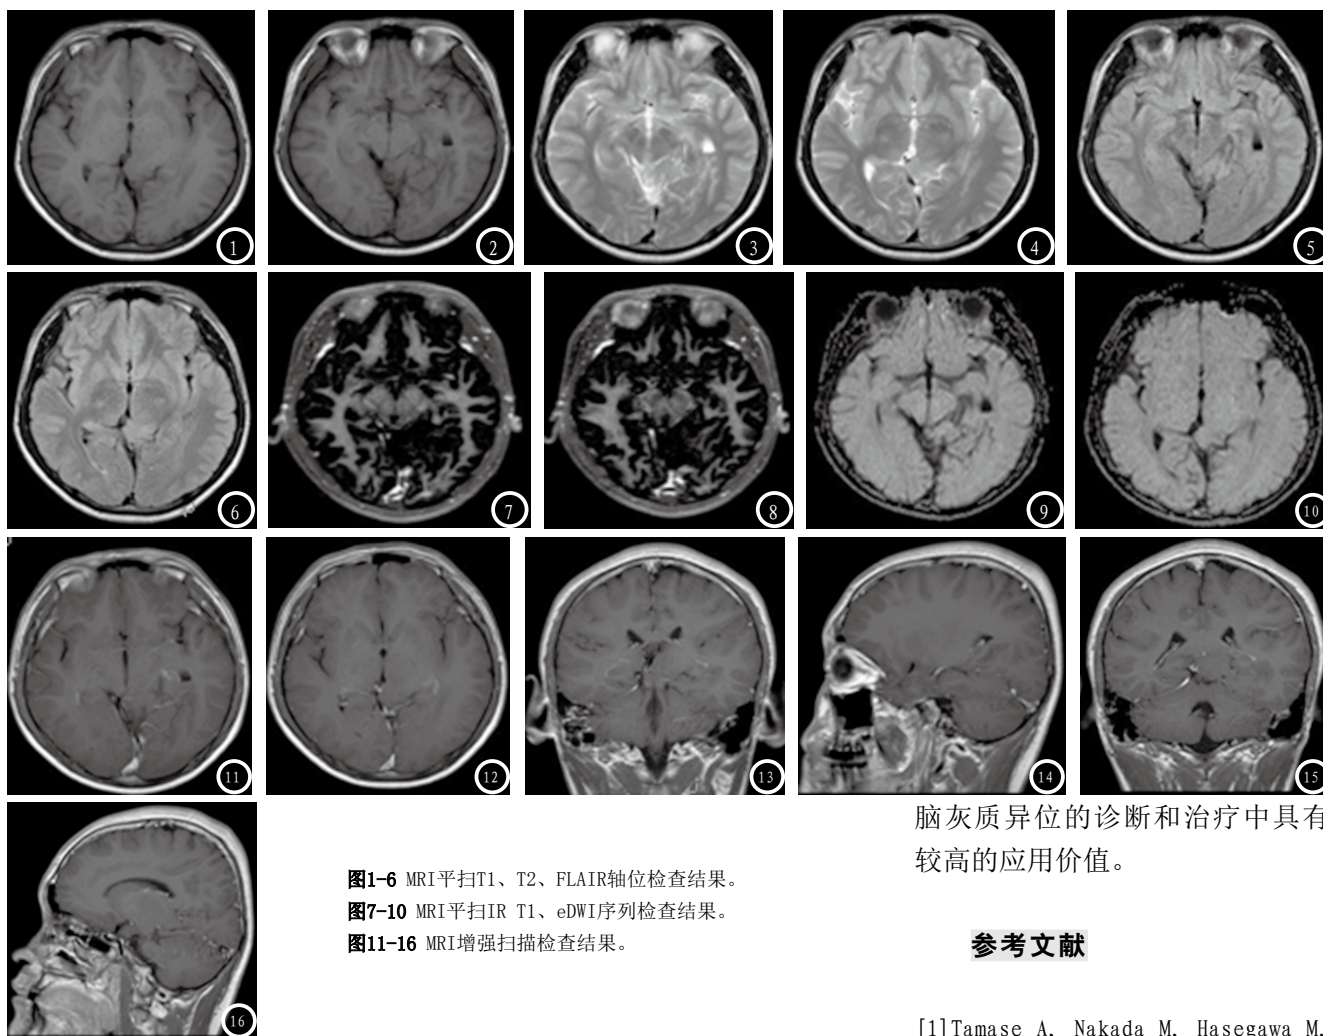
MRI平扫T1、T2、FLAIR轴位检查结果。
